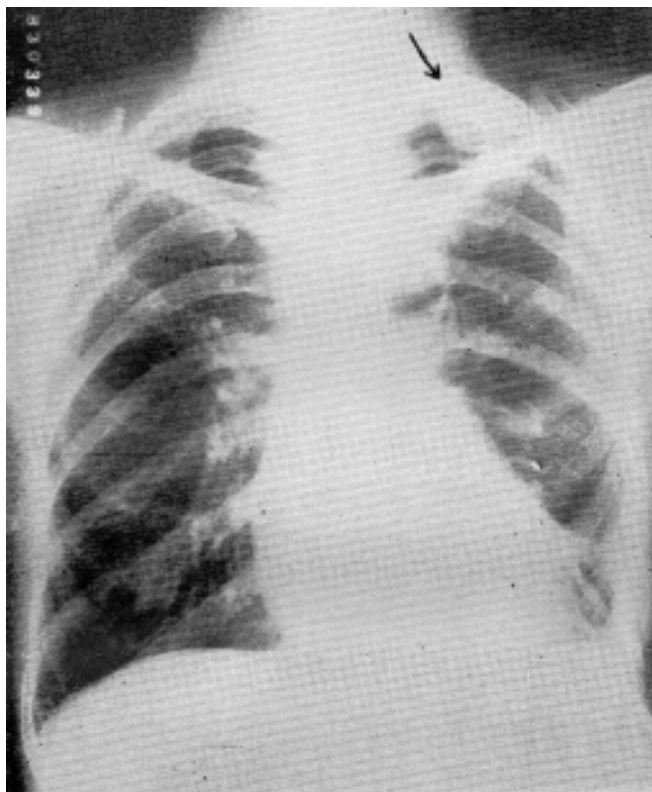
Caso II. — Radiografía de tórax varios meses después de la intervención. Muestra como se normalizó la imagen radiológica del corazón. Compárese con la imagen preoperatoria (fig. 9). En el vértice izquierdo se aprecia una sombra redondeada que obedece a la existencia de un quiste hidático pleural secundario a la diseminación operatoria de la pleura (flecha).
